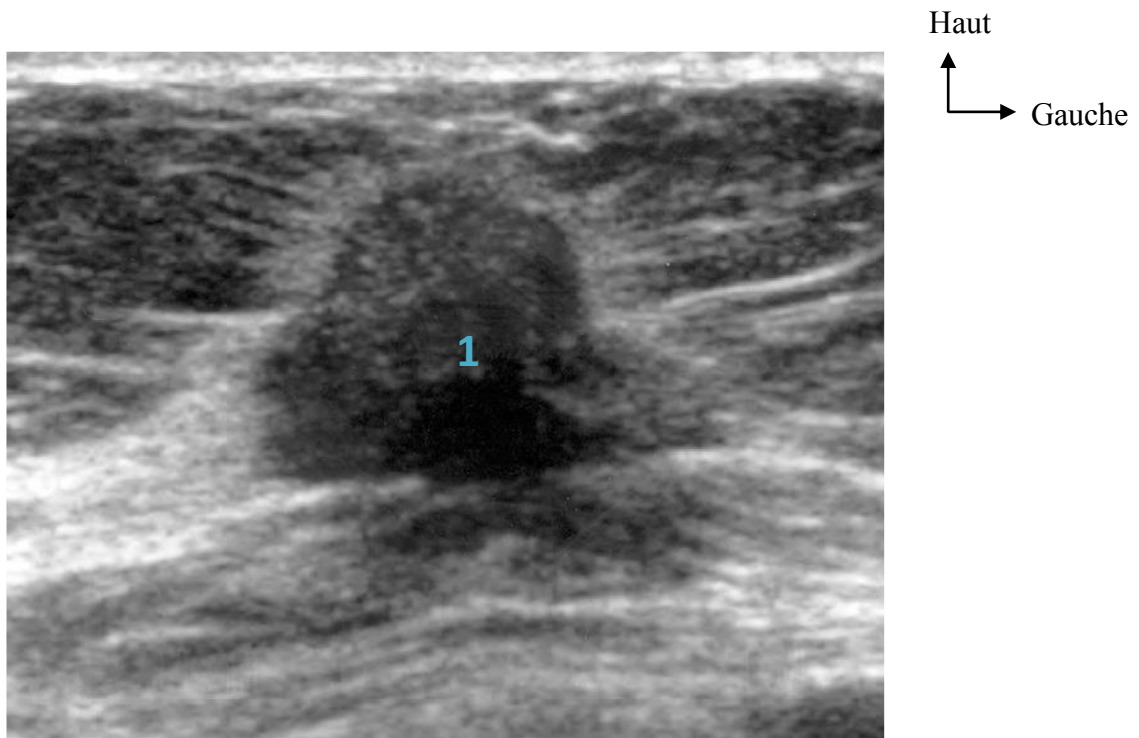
Aspect échographique d'un nodule malin (1) [19].
